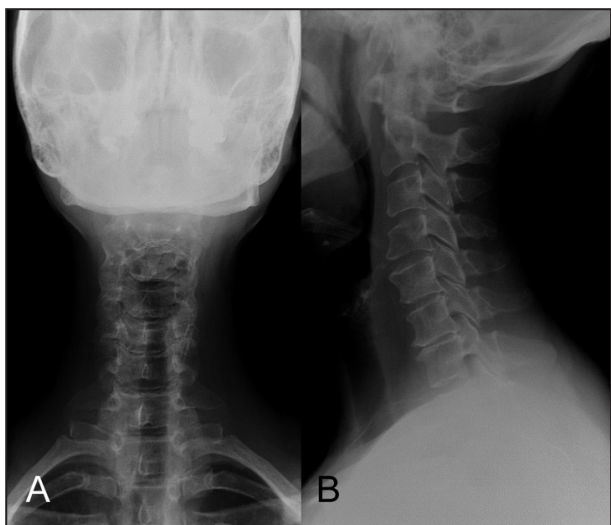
Radiographie de face (A) et de profil (B) du rachis cervical montrant une cervicarthrose modérée étagée prédominant dans les niveaux inférieurs.
